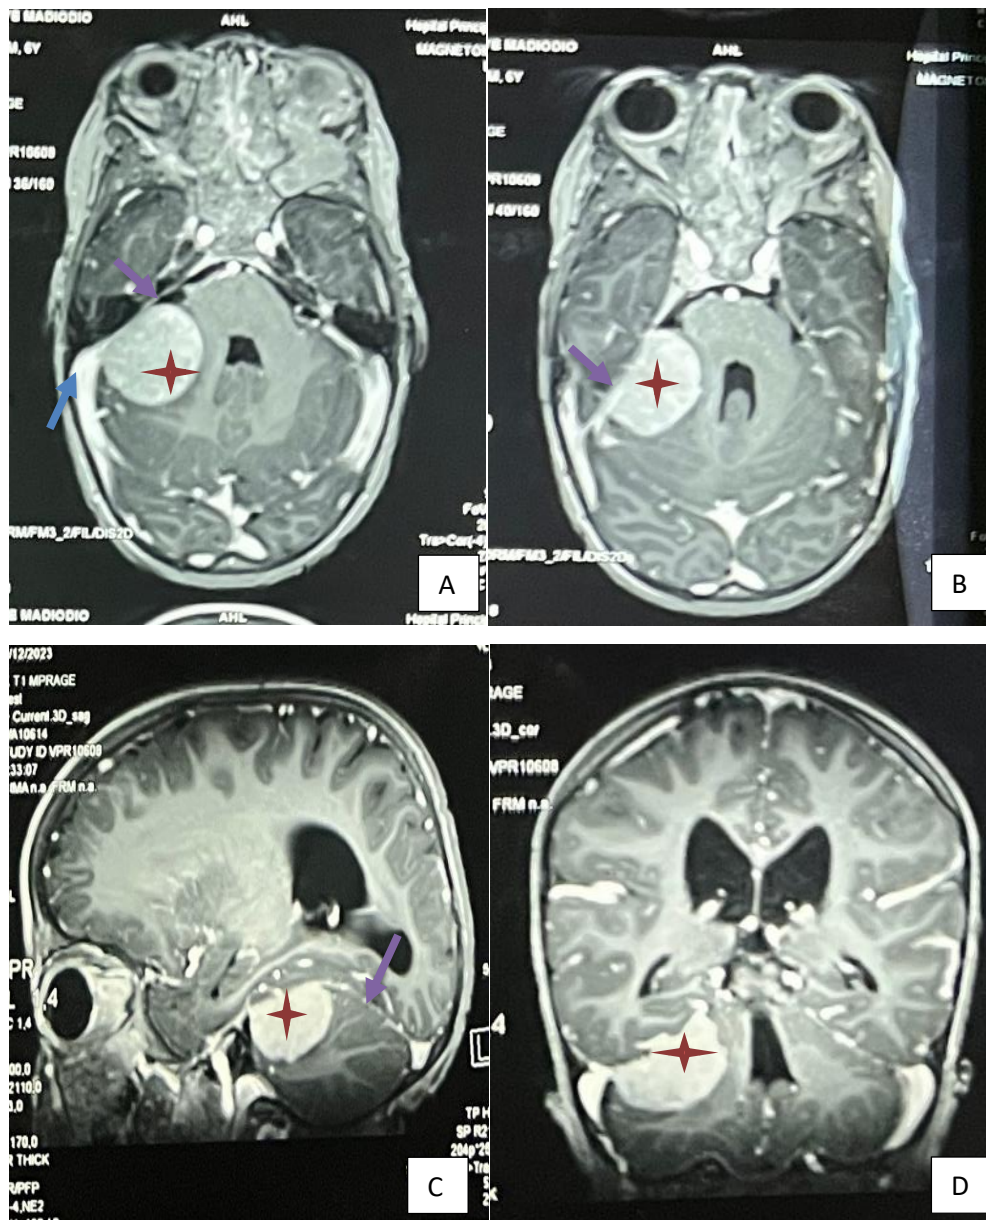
IRM encéphalique séquence T1 gado d'une lésion de l'APC droit (étoile orange) implanté sur la tente du cervelet (flèche jaune).
